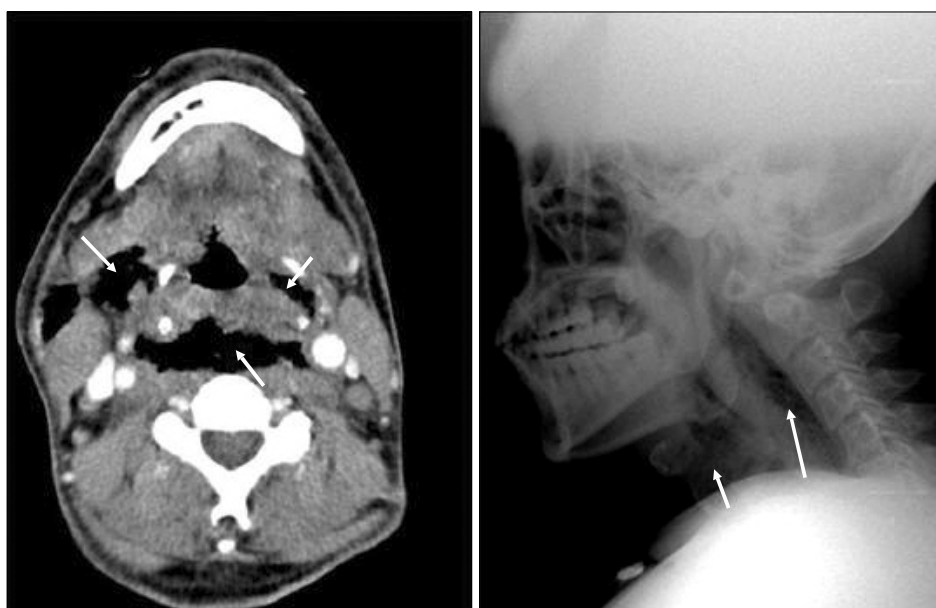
This figures shows the gas-forming score (GFS) 2. GFS 2 is that the gas is visible both cervical x-ray and cervical CT film (The arrow shows extensive gases).
